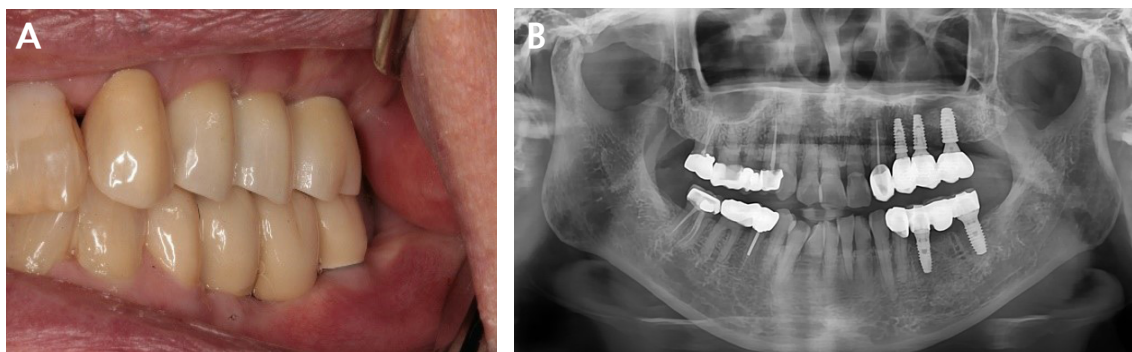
Clinical and radiographic views after final restoration delivery: (A) Lateral clinical view, (B) Panoramic x-ray view.
